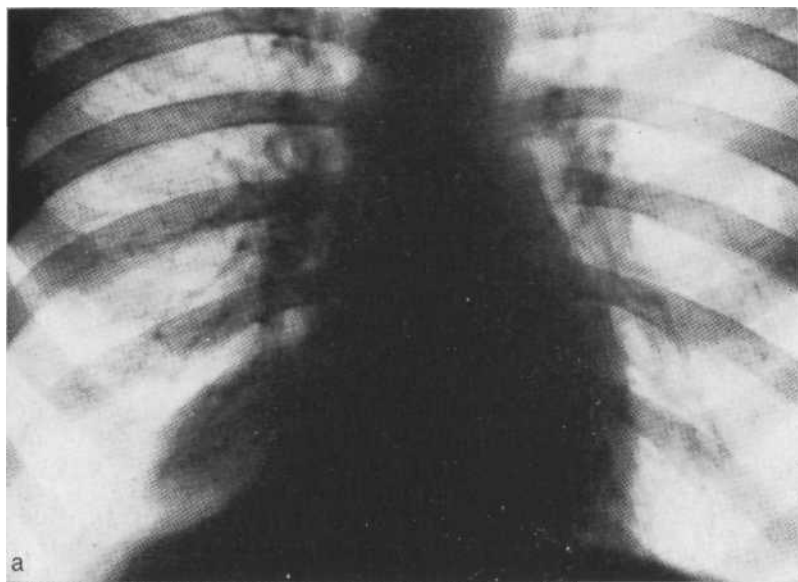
Обзорная рентгенограмма (а), рентгенограмма в боковой проекции (б) и томограмма (в). Огумкованный выпот в нижнем отделе междольной щели.
